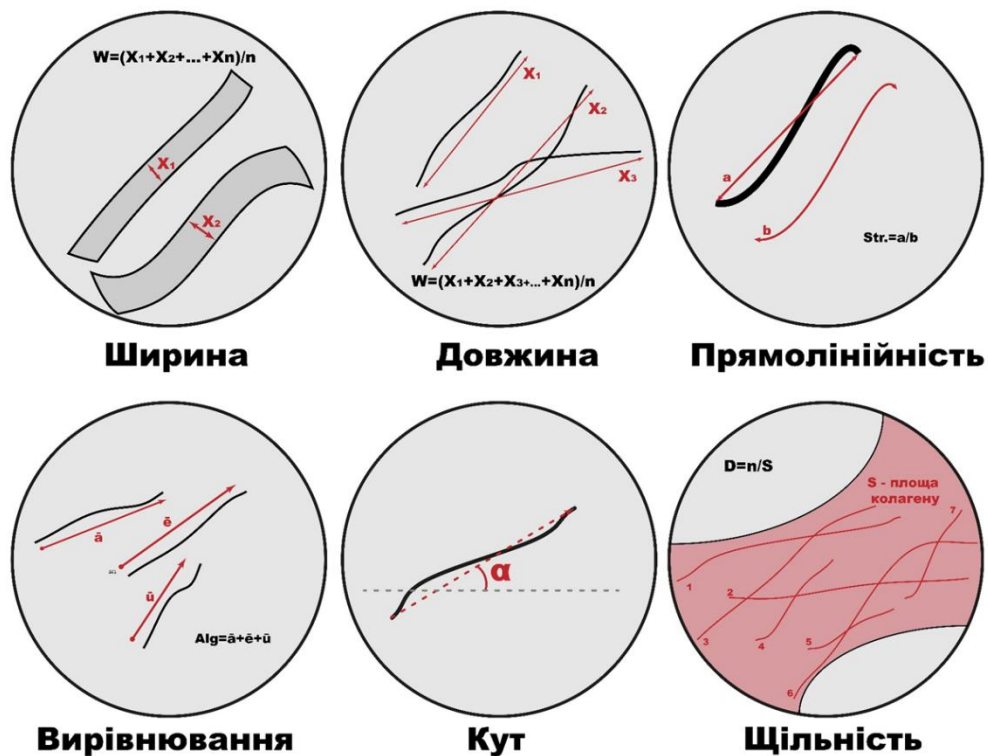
Морфометричні параметри просторової організації колагенової матриці, що вимірювалися за допомогою плагіну CT-FIRE у пакеті CurveAlign
